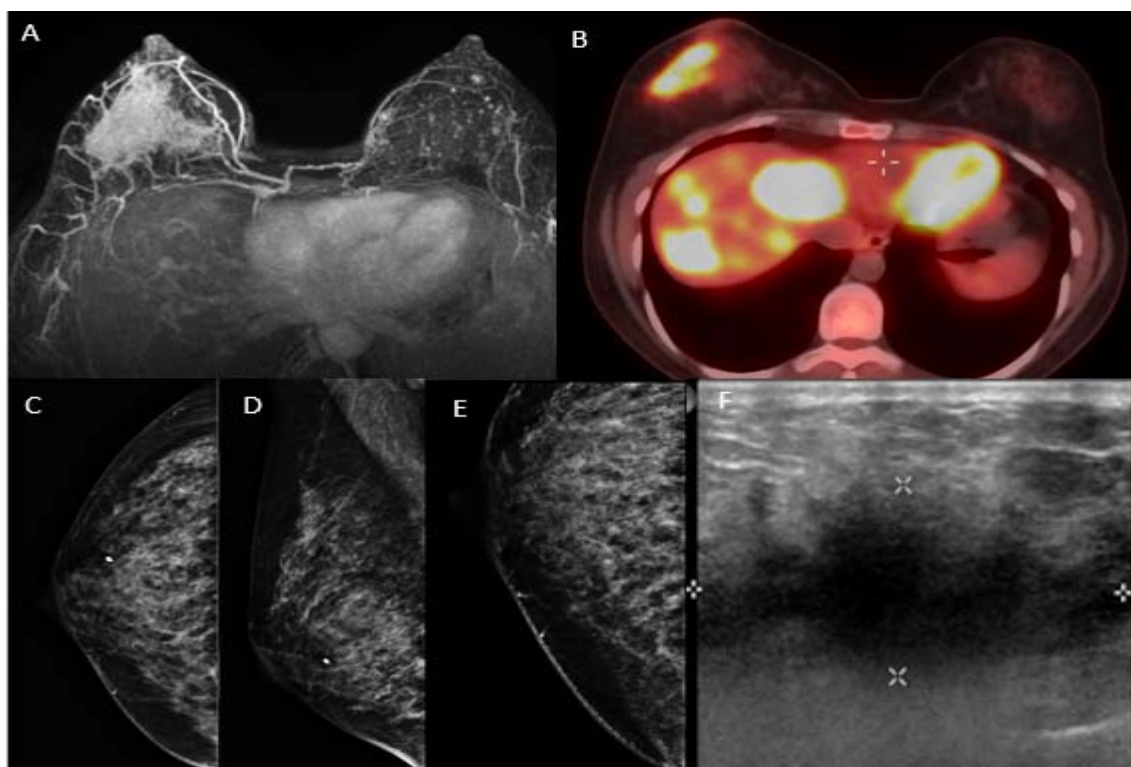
Exemplo de caso de paciente com queixa palpável na mama direita. A) RM de mamas (axial reconstrução 3D MIP) demonstrando extensa área de realce segmentar ocupando os quadrantes inferiores da mama direita, estendendo-se até a papila. B) PET/CT com protocolo dedicado demonstrando área de captação anômala no QIL com SUV 6,8. C-E) Mamografia nas incidências crânio caudal, médio lateral oblíqua e magnificada evidenciando microcalcificações pleomórficas finas de distribuição regional na região central da mama direita. F) US de mamas demonstrando área hipocogênica mal delimitada no quadrante inferolateral da mama direita.
